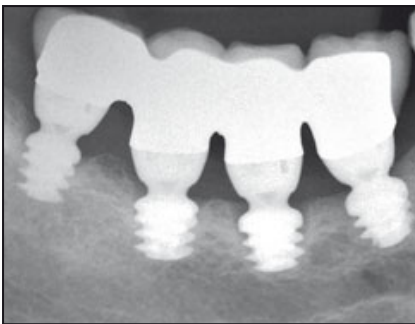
(links) Röntgenaufnahme ein Jahr nach dem Einsetzen der Restauration.
